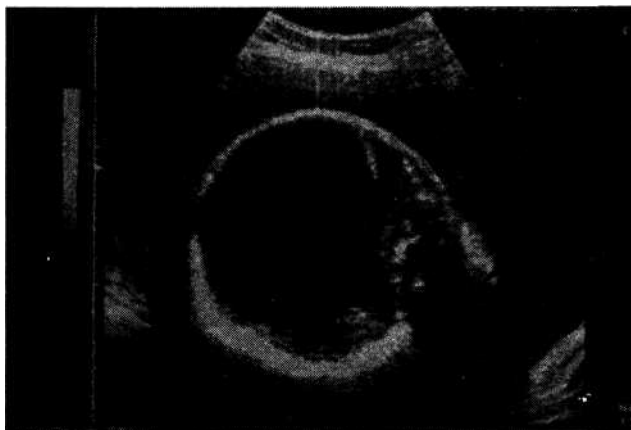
The sonographic picture of the skull of the 33-week-old fetus.
